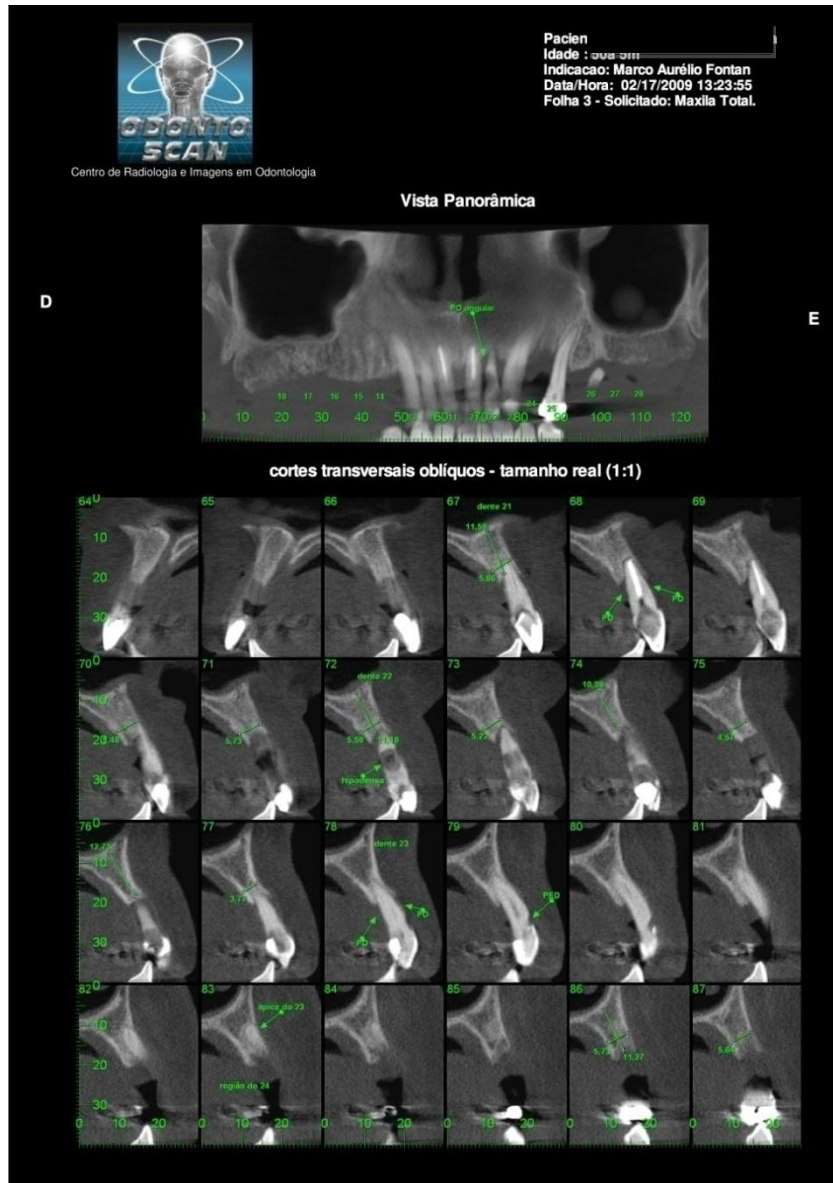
Imagens de tomografia cone beam
